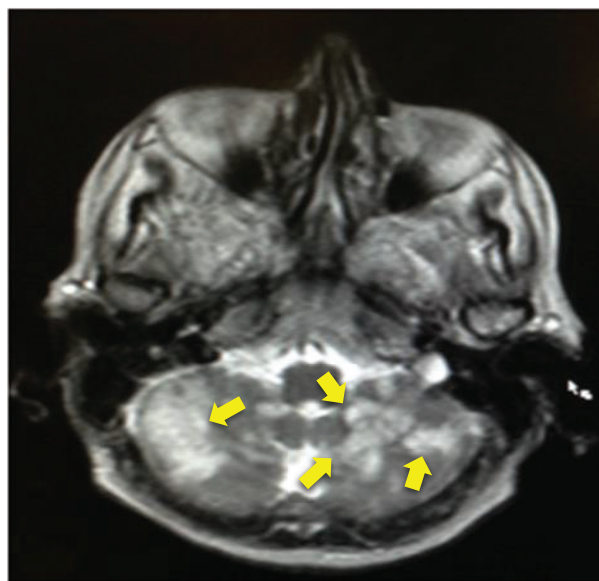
Resonancia magnética cerebral en secuencia T2.
